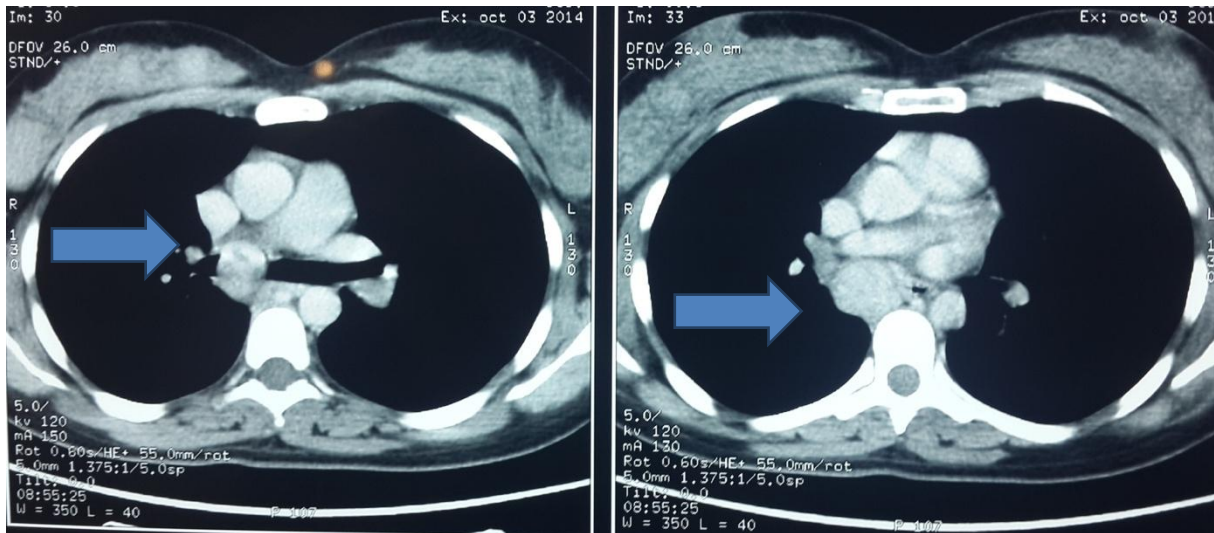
[166] : TDM thoracique avec coupe axiale en fenêtre médiastinale montrant une masse ovaire prenant le contraste évoquant en premier une tumeur carcinoïde du TI
